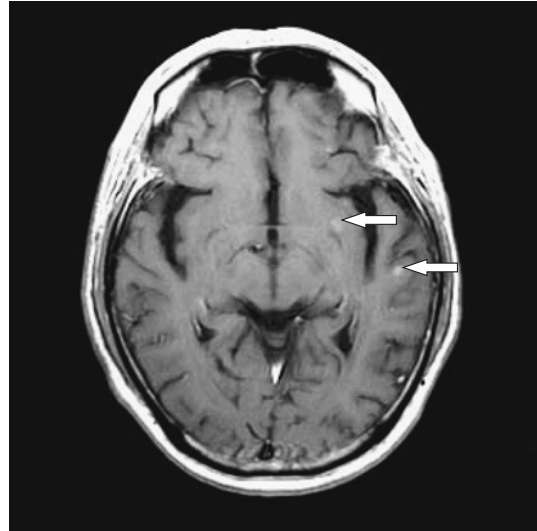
Gd-DTPA enhanced T1-weight MR imaging of brain showed 2 nodules with high intensity in the bilateral cerebral hemisphere (arrows).
